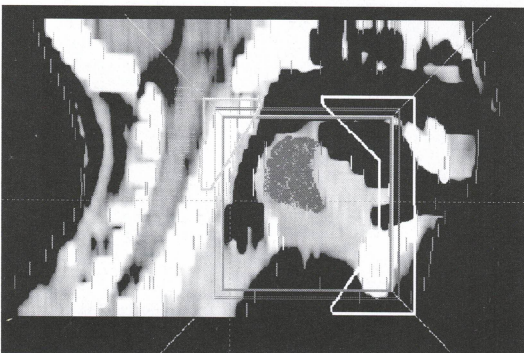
Fusión de RM y TAC. Campos de irradiación con protecciones.
